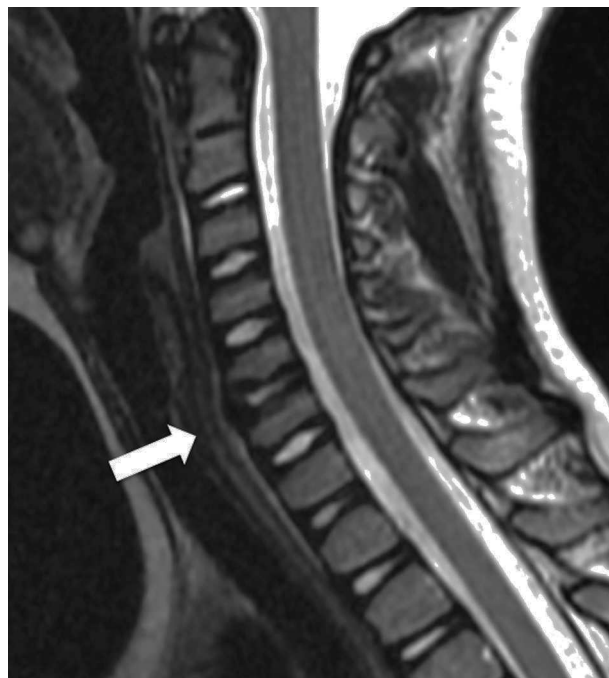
Resonancia magnética secuencia T2 corte sagital. Se evidencia una reducción de la altura y señal del disco C5-C6.
